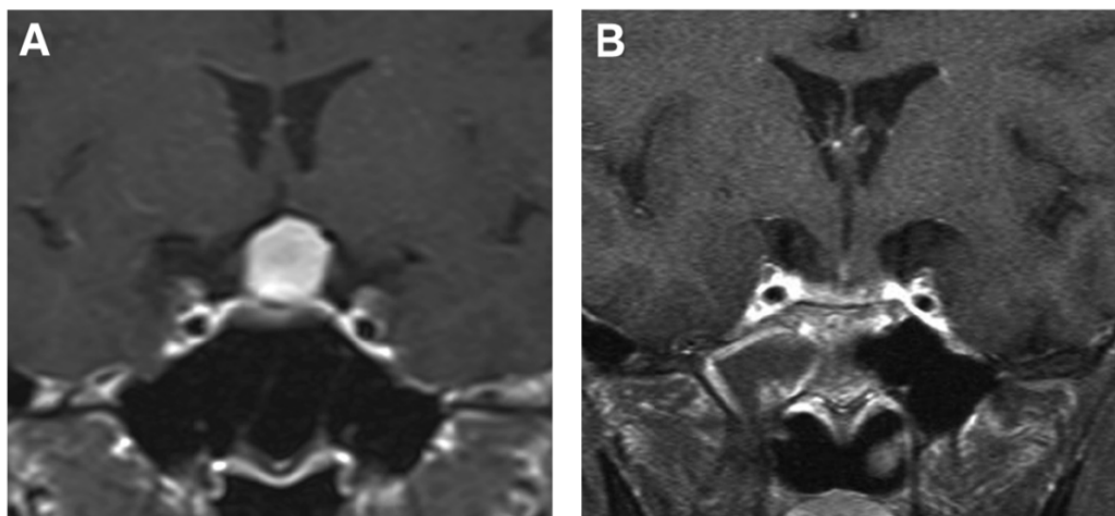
A Coupe Coronale d'IRM cérébrale (T1) montrant un méningiome du Tuberculum sellae [160]
